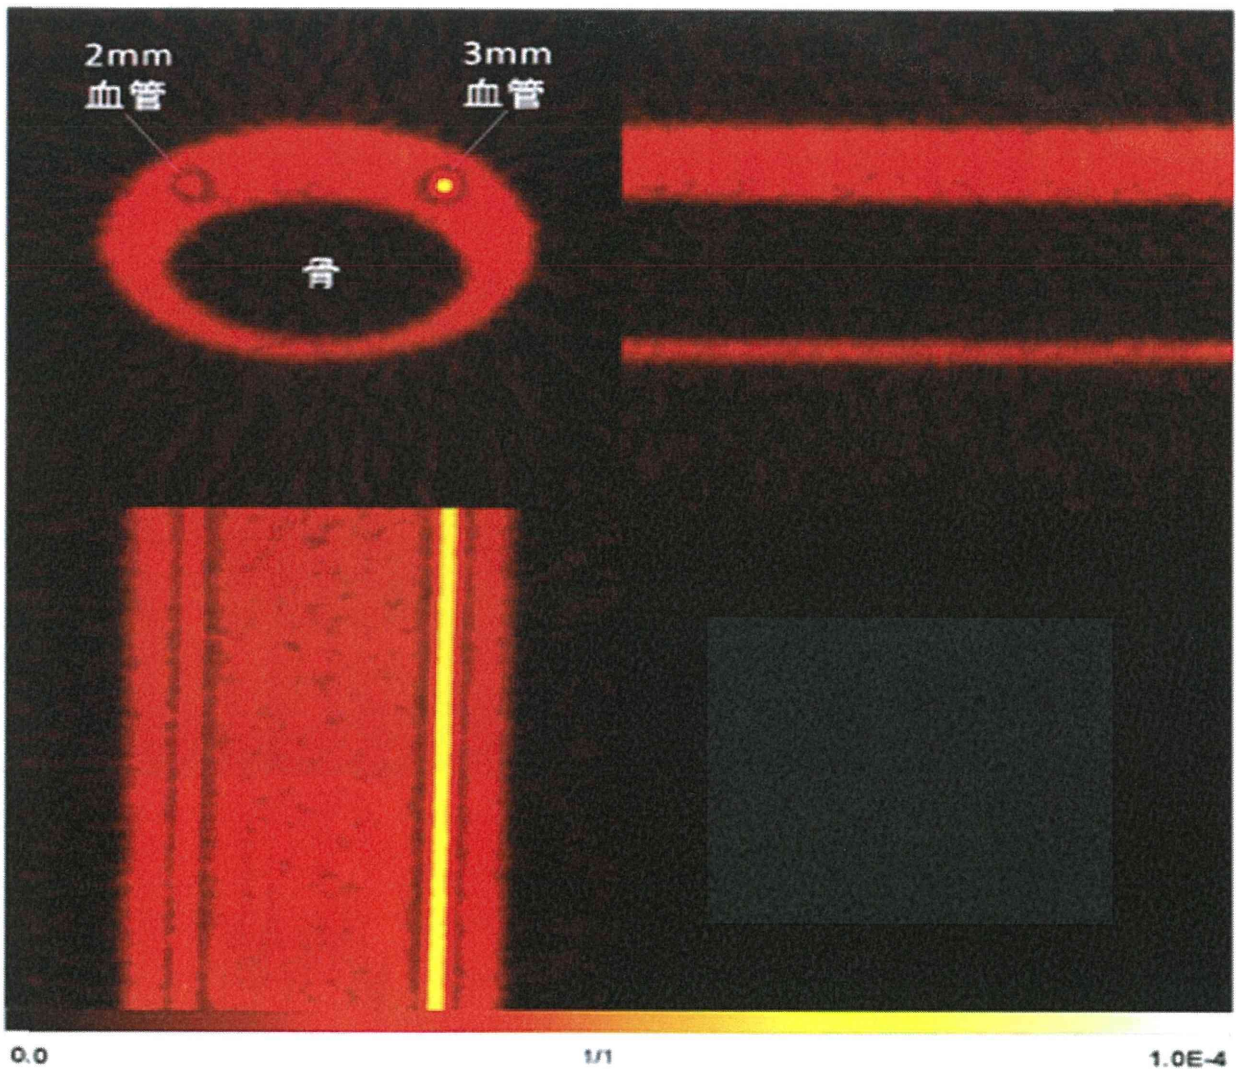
腕血管ファントムの $^{18}\text{F}$ -FDG PET画像
